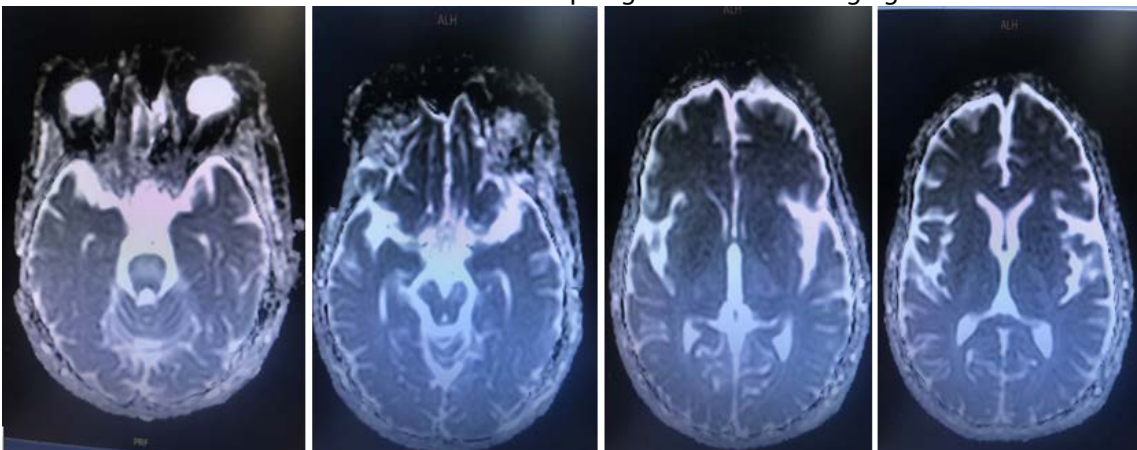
MRI xung Flair: Tăng tín hiệu tiểu não, cầu cống đại não
